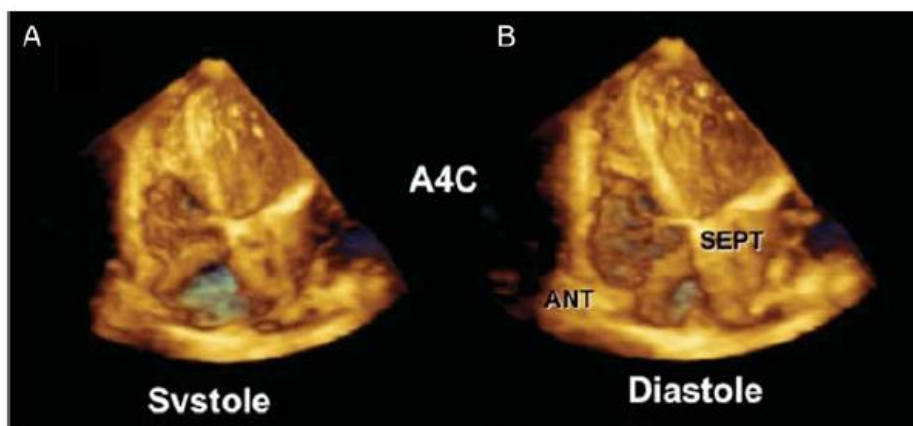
image échographique 3D centrée sur le ventricule droit en systole (A) et diastole (B).
